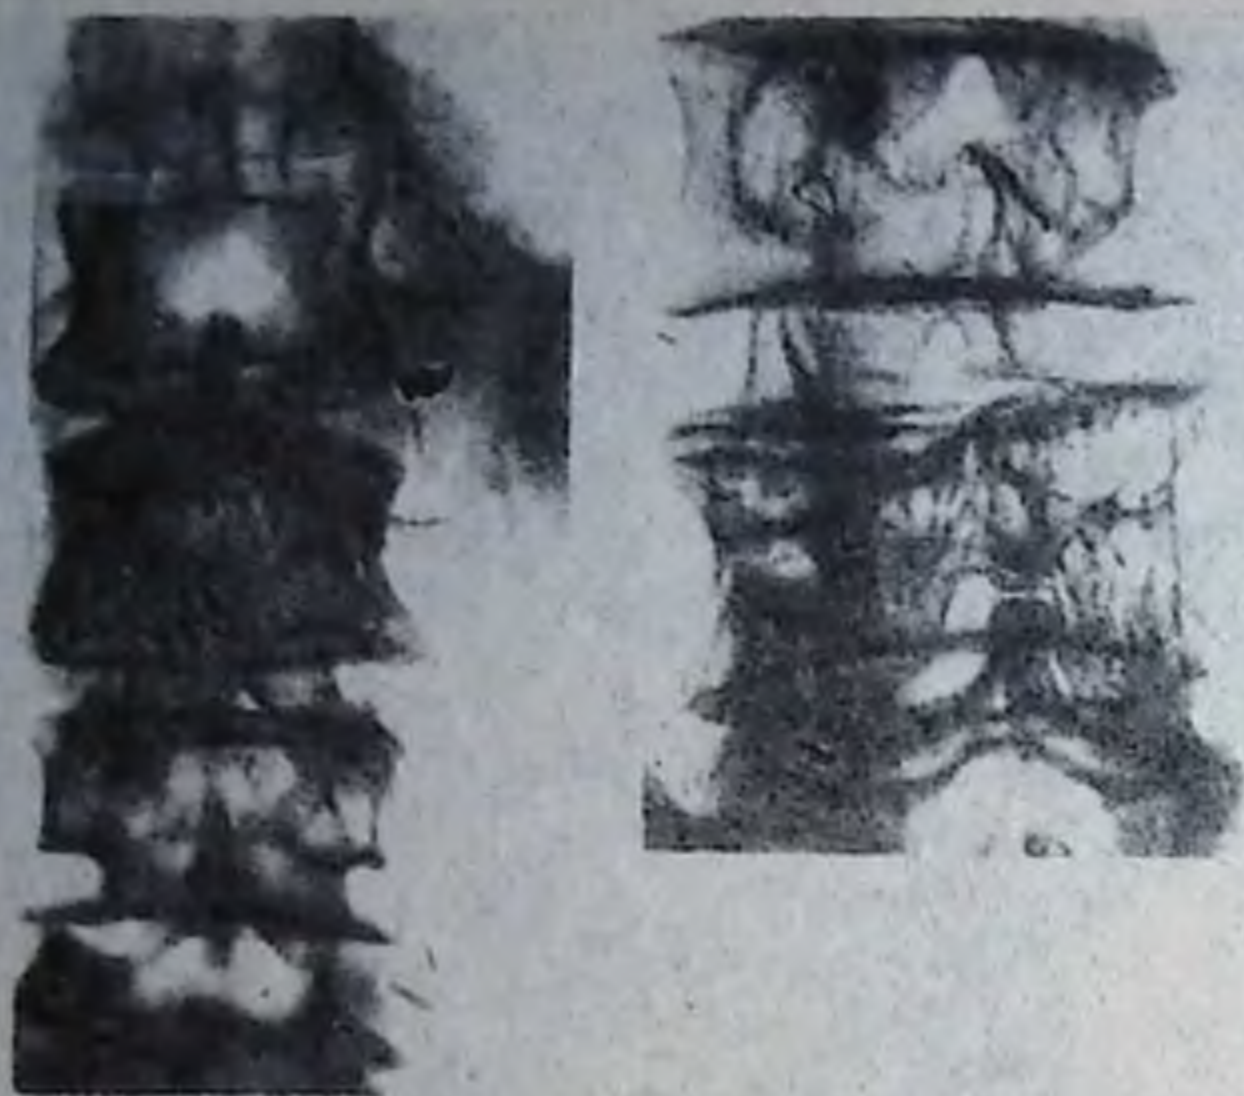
Рентгенограмма поясничных позвонков. Гемангиома тела III поясничного позвонка (по О. Я. Сусловой и соавт.).
